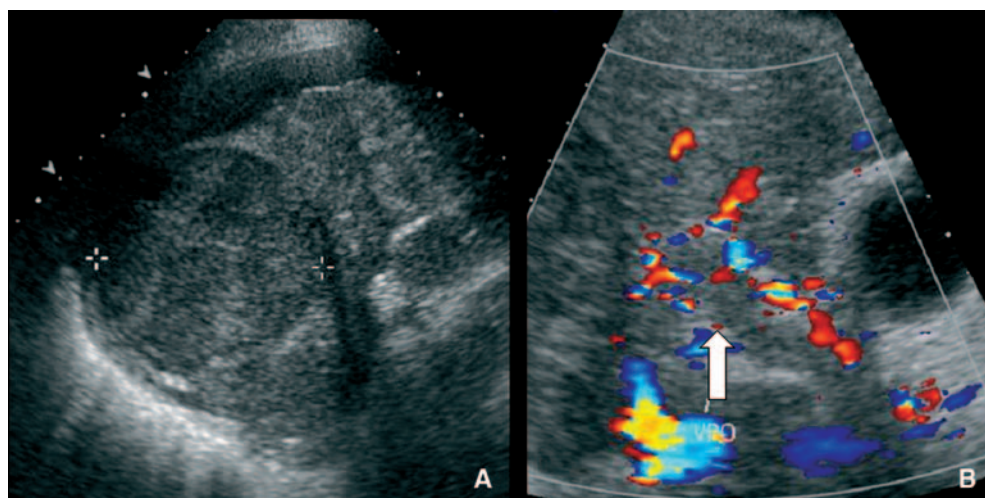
Échographie dans un contexte de cirrhose.
